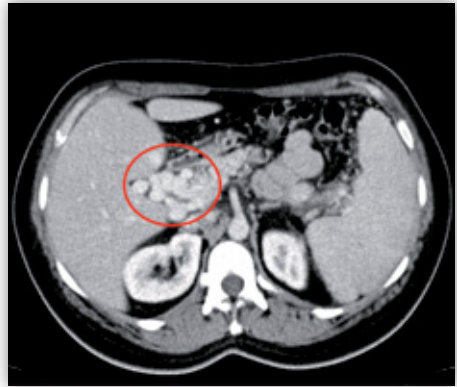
Corte axial de TAC que muestra la transformación cavernomatosa de la vena porta. En él se puede observar la presencia de múltiples vasos tortuosos que superan la zona trombosa. Cortesía de la Dra. García-Criado, Servicio de Radiología, Hospital Clínic.
